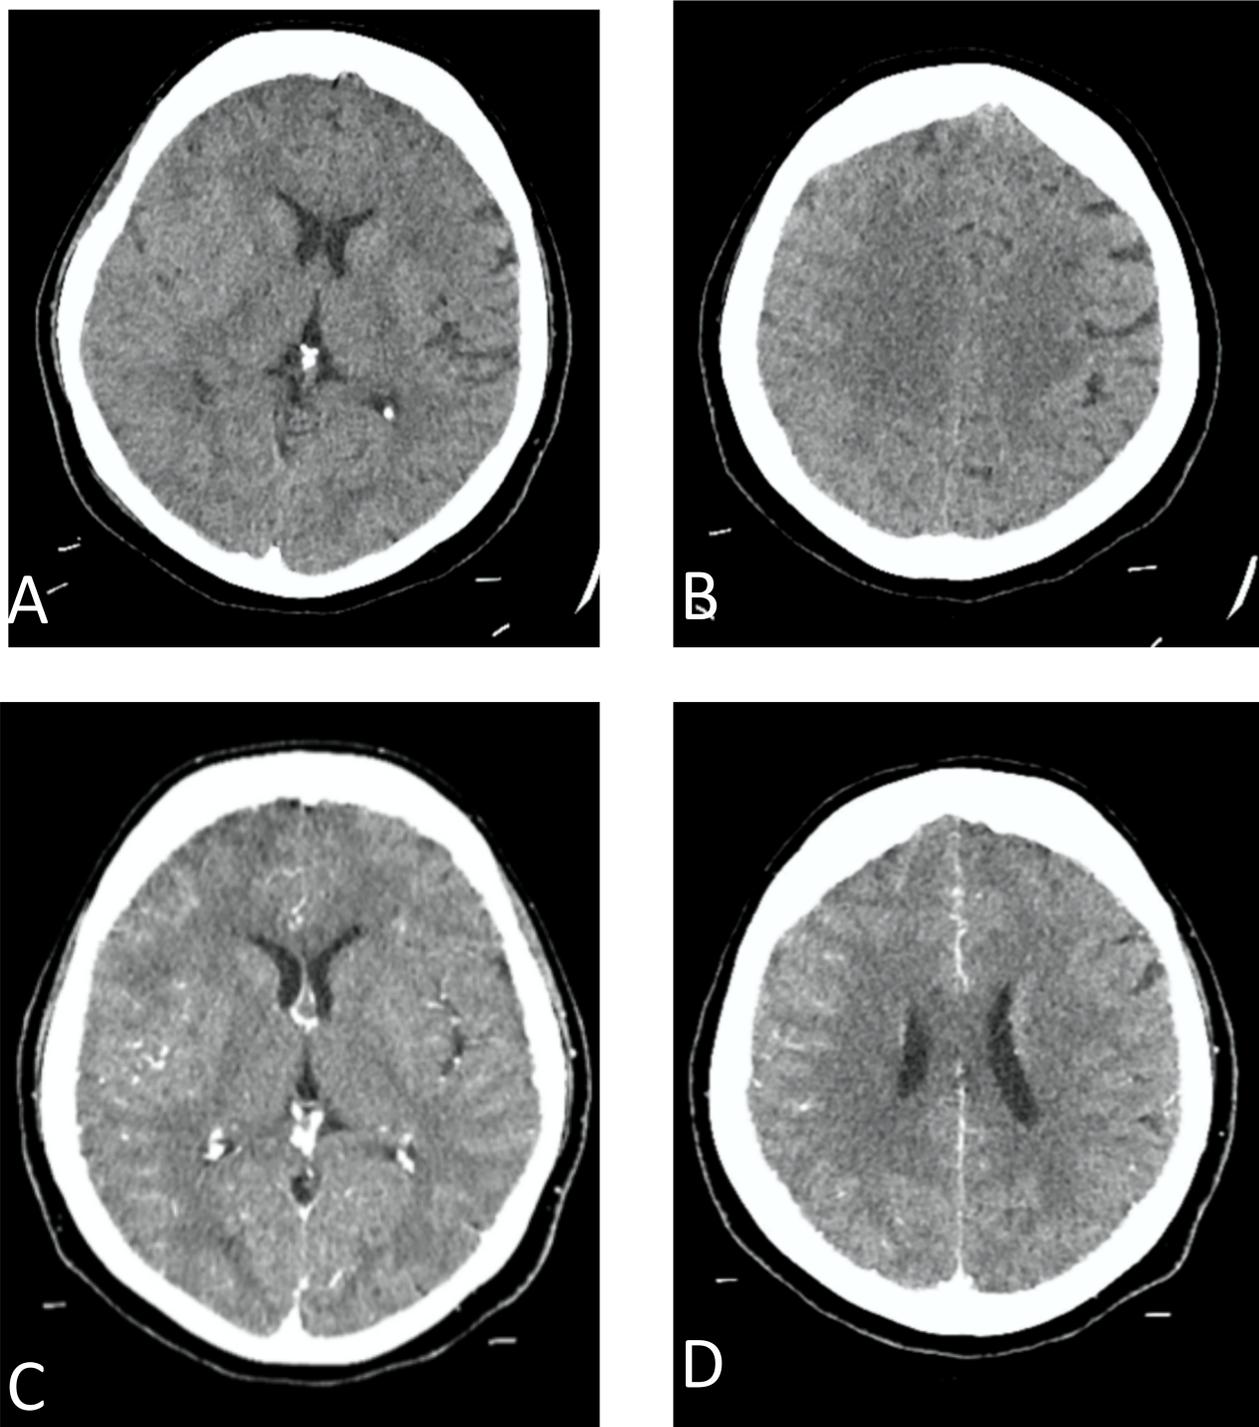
TC craneal sin y tras la administración de CIV.
